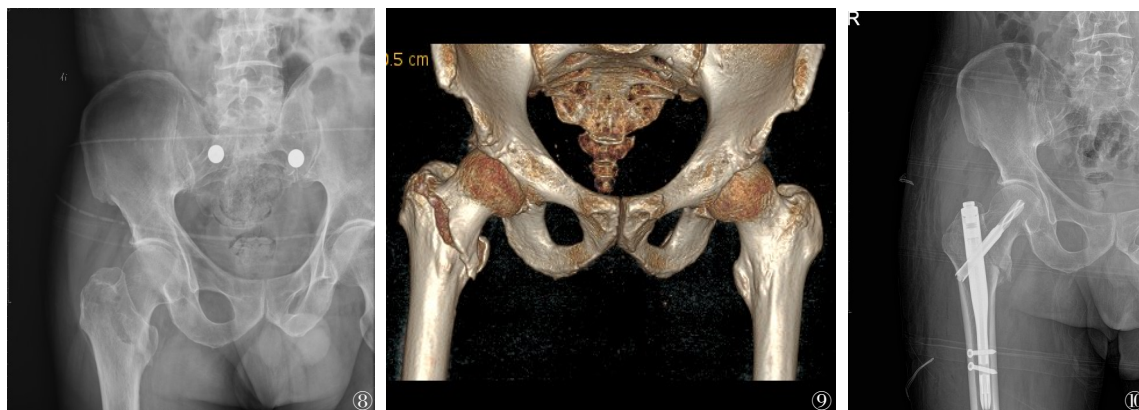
~10 一例加速康复外科组患者术后并发尿路感染的影像资料。女性, 85岁, 右股骨粗隆间骨折。图8 术前X线; 图9 术前髋关节三维CT示右股骨粗隆间骨折; 图10 术后第2天复查右髋关节X线片
